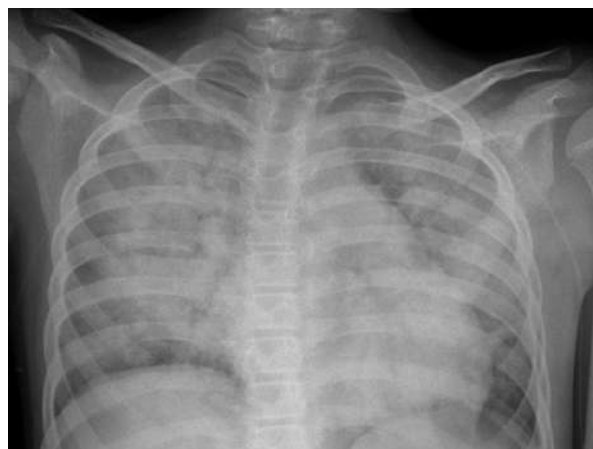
Radiografía de tórax que muestra infiltrados multifocales consolidativos en pulmón izquierdo y región central del pulmón derecho.
